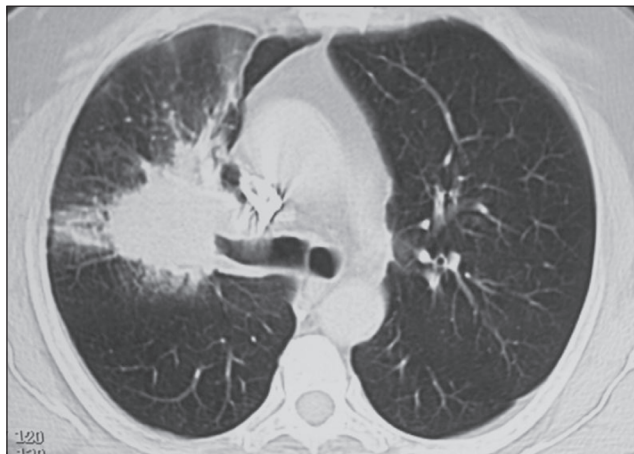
Imagen de TC en la ventana pulmonar; en la que se aprecia la masa que compromete el bronquio para el lóbulo pulmonar superior derecho.
